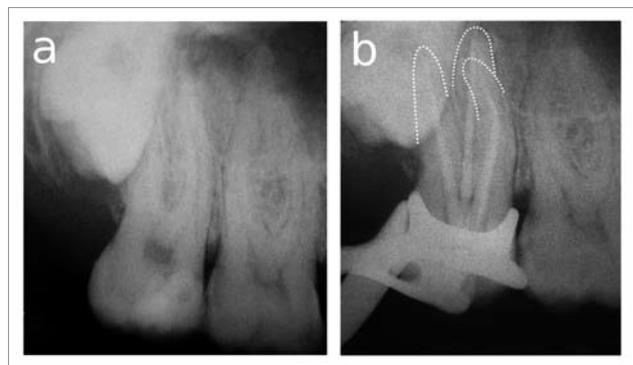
Durch Überlagerungen lassen sich die Wurzelspitzen nicht eindeutig differenzieren (a). Die Wurzelkanallänge wurde elektrometrisch bestimmt (RAYPEX 6,VDW) und zusätzlich röntgenologisch verifiziert (b).
